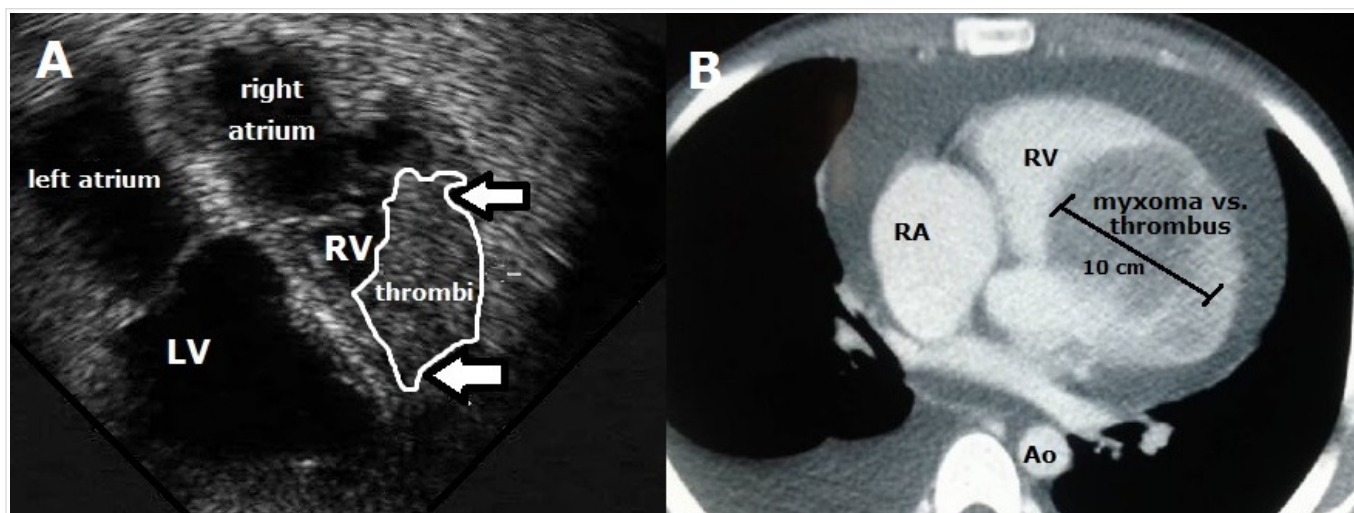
A. Ecocardiograma transesofágico, vista de 4 cámaras, que muestra una masa en el ventrículo derecho adherida a su pared libre (flechas). B. Tomografía computarizada cardíaca que demuestra la masa ventricular derecha, de aproximadamente 10 cm de largo, que se extiende a través de la pared libre de este ventrículo.
